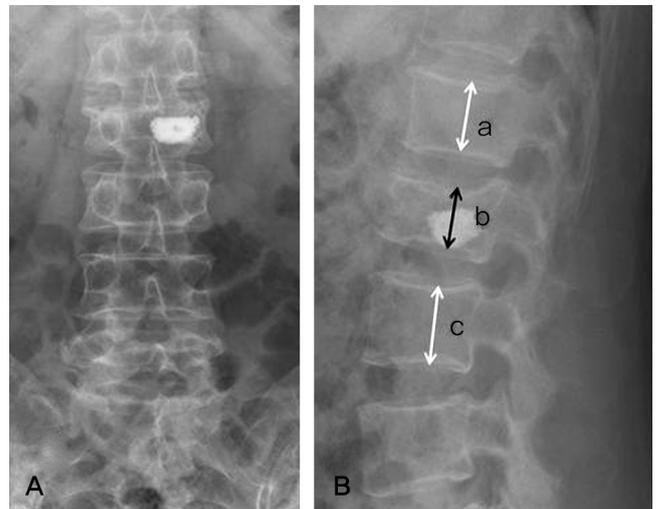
(A) Simple AP radiographs of unilateral partial vertebroplasty(UPVP). (B) Through lateral view, we check the compression ratio during follow-up.
